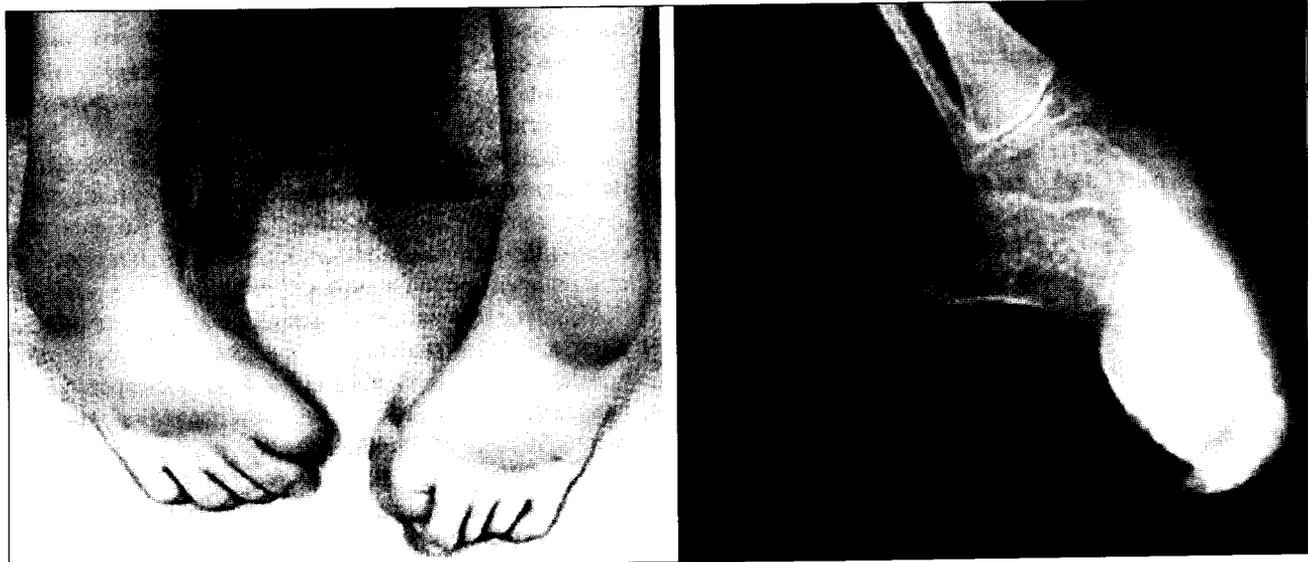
Imagen clínica y radiografía prequirúrgica.
